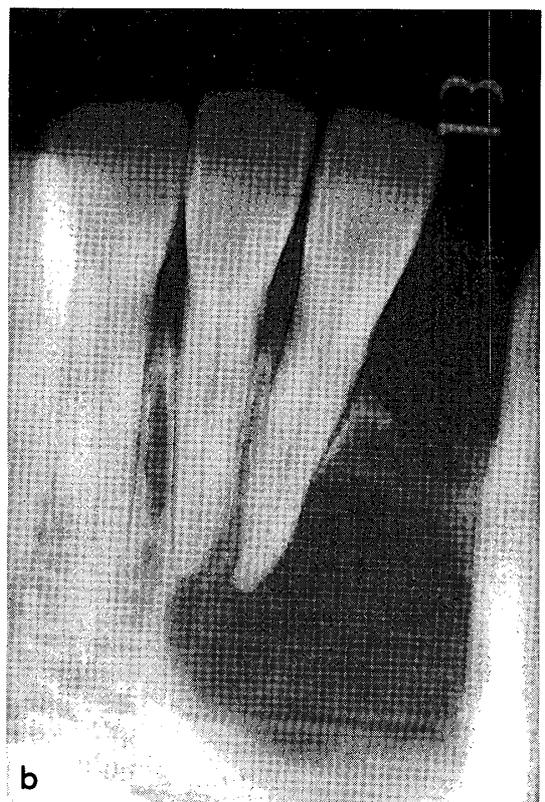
上顎前歯部と下顎前歯部に発生した残留嚢胞 (a: 1|欠損部に見られた残留嚢胞。境界は明瞭で、均一のX線透過像として認められる。周囲は一層の骨硬化帯によって囲まれている。b: 2|欠損部に見られる残留嚢胞。増大して1|の根尖を含んでいる。)
